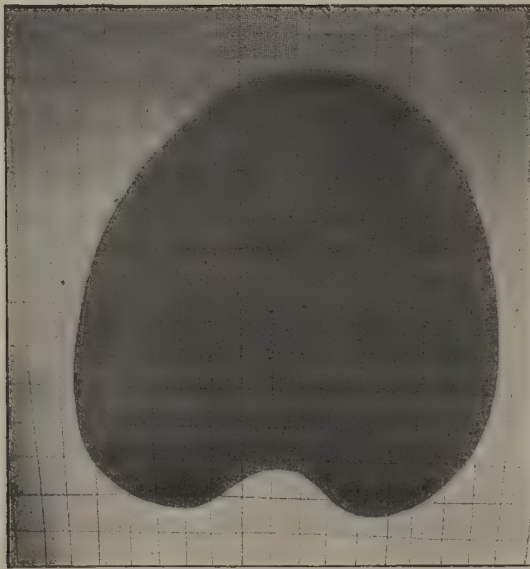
Radiographie d'une lame de zinc placée obliquement par rapport à la surface sensible : les fils sont en réalité parallèles et distants de 1 centimètre.
